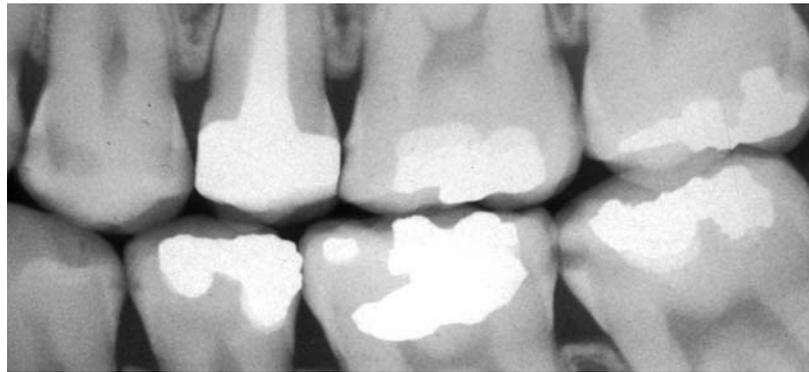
Bissflügelröntgenbild mit C2, C3 und C4 Läsionen.
